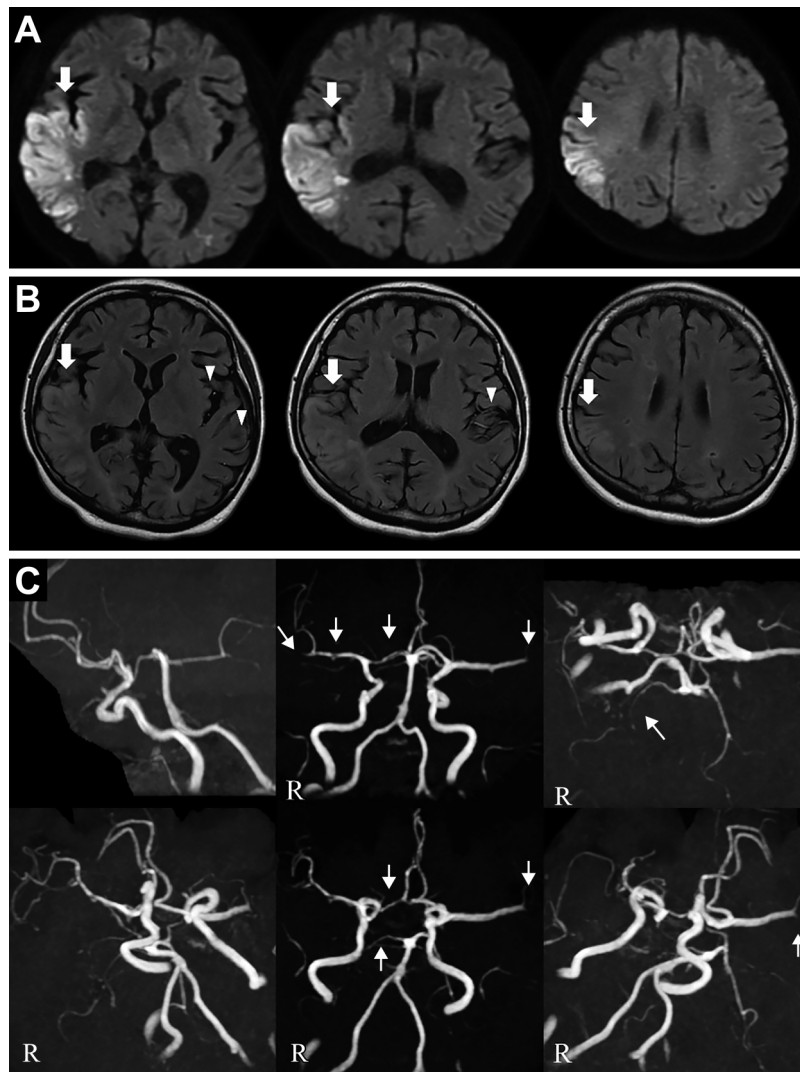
Brain MRI and MRA on admission.
